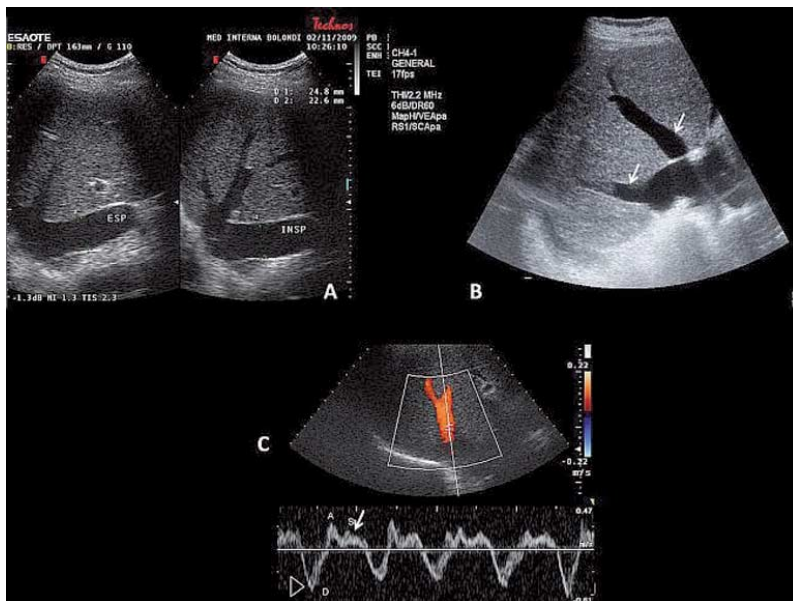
Erweiterung der Vena cava inferior (A: IVC-Durchmesser > 2 cm, Längsschnitt im Epigastrium) und der Lebervenen (B, Pfeile) bei Patienten mit erhöhtem zentralem Venendruck aufgrund einer Herzinsuffizienz. Hierbei fehlt die Atemmodulation des IVC-Durchmessers (A). Bei Patienten mit Trikuspidalklappen-Insuffizienz zeigt die Doppler-Spektralanalyse der Lebervenen eine Flussumkehr während der Ventrikelsystole (Rückfluss durch die Trikuspidalklappe in die Vor-kammer, IVC, und in die Lebervenen. Im Doppler erscheint daher während der späten Systole eine retrograde S-Welle (C: Pfeil und rote Farbgebung im Farbdoppler). Zu beachten ist, dass es lediglich zu einer antegraden Welle kommt (D, leere Pfeilspitze), wenn das Blut passiv bei der Trikuspidalklappenöffnung während der frühen Diastole aus der Leber durch die IVC in den rechten Ventrikel fließt.
